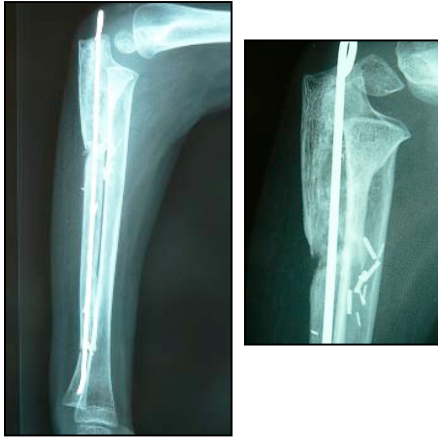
Radiographies de coude droit de profil 14 mois après l'intervention
